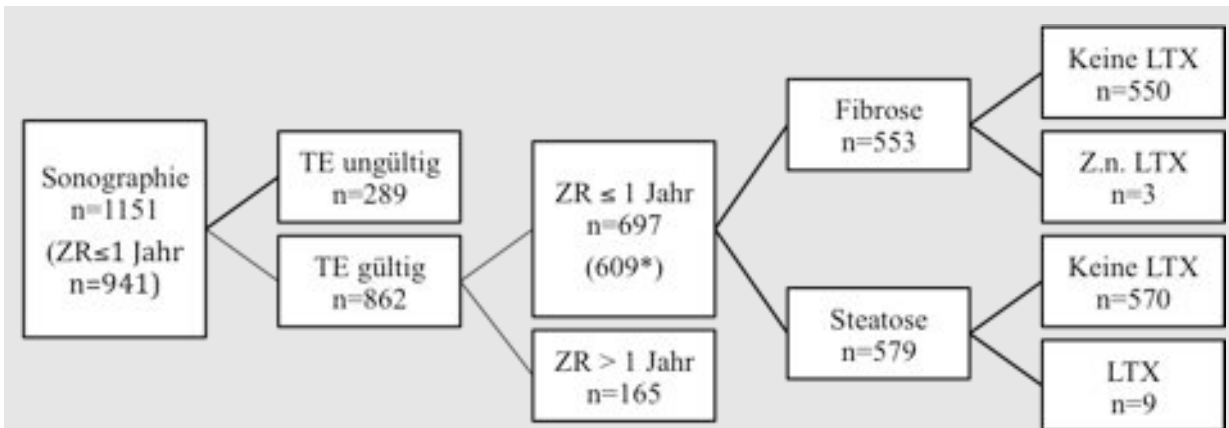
Voraussetzungen für den Vergleich von Sonographie und transienter Elastographie
